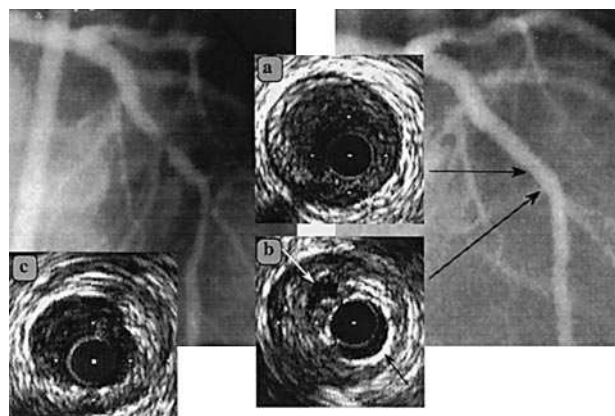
La imagen angiográfica basal (panel superior izquierdo) muestra dos lesiones consecutivas en el tercio medio de la arteria descendente anterior tratadas mediante la implantación de dos stents con buen resultado angiográfico (panel superior derecho). La ecografía intracoronaria, realizada de forma rutinaria, revela que el stent distal no está expandido en su porción más proximal. En el panel b se observa el stent (flecha negra) como un círculo brillante sin expandir, alrededor del catéter de ultrasonidos. Además, existe una imagen adyacente de disección (flecha blanca) responsable de la falsa imagen angiográfica de luz adecuada. El panel a representa el segmento de referencia proximal al stent, a efectos de comparación de su luz con la luz conseguida por el stent. El panel c corresponde al sitio del panel a una vez realizados nuevos hinchados del balón; no se aporta la imagen angiográfica por ser equiparable a inmediata post-stent.
